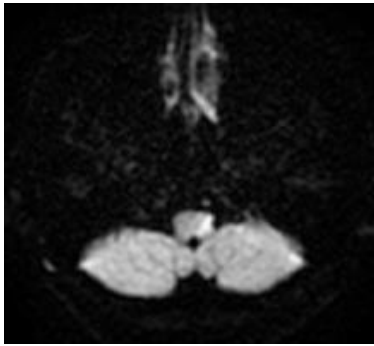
Sol medial medüller infarktli olgunun difüzyon MRG incelemesi
